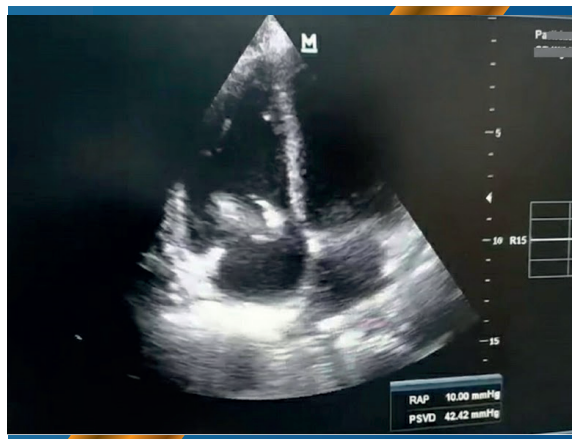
Ecocardiograma tratorácico
